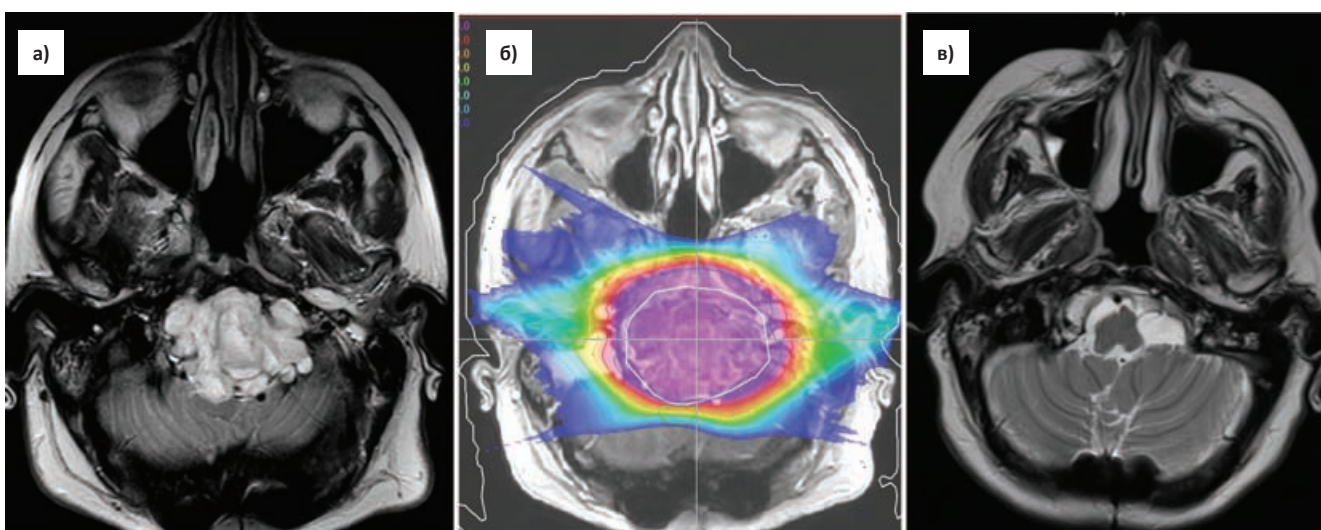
Пример протонной терапии хордомы основания черепа: МРТ до лечения (а), план облучения (б) и МРТ через 2 года после – регрессия опухоли (в)
